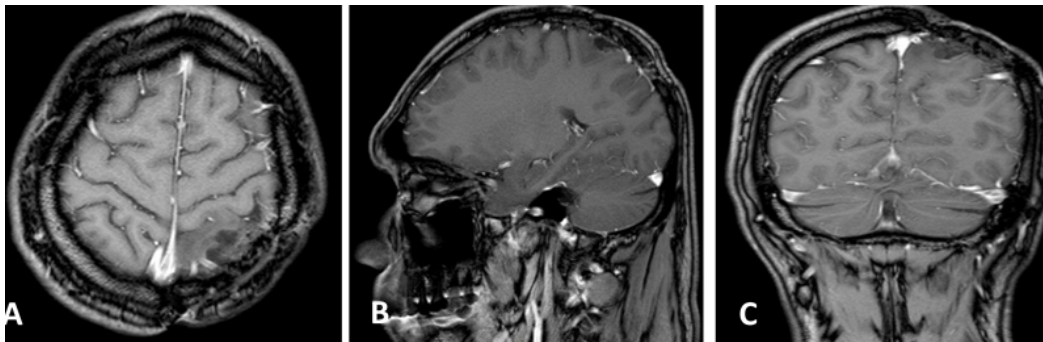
RMN cerebral con contraste. A: corte axial, muestra hipointensidad en región fronto parietal izquierda. B: corte sagital. C: corte coronal
